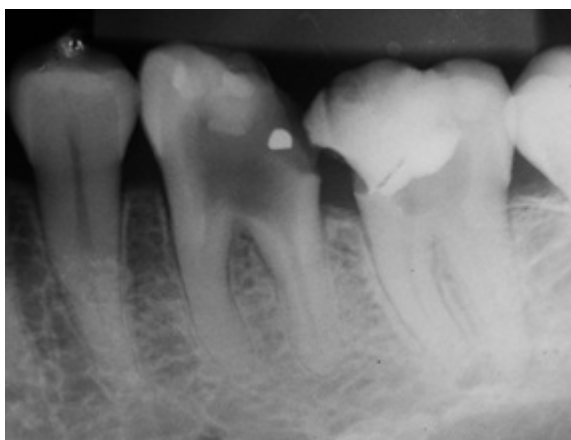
Radiografía periapical inicial, se observa caries extensa, conductos mesiales calcificados.
